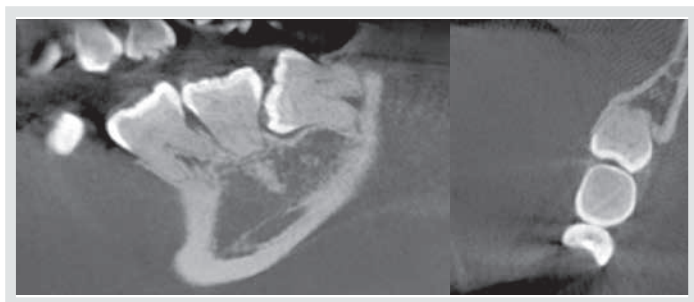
Tomografía axial computarizada, tercera molar mesioangulada impactada contra cara distal de segunda molar.
